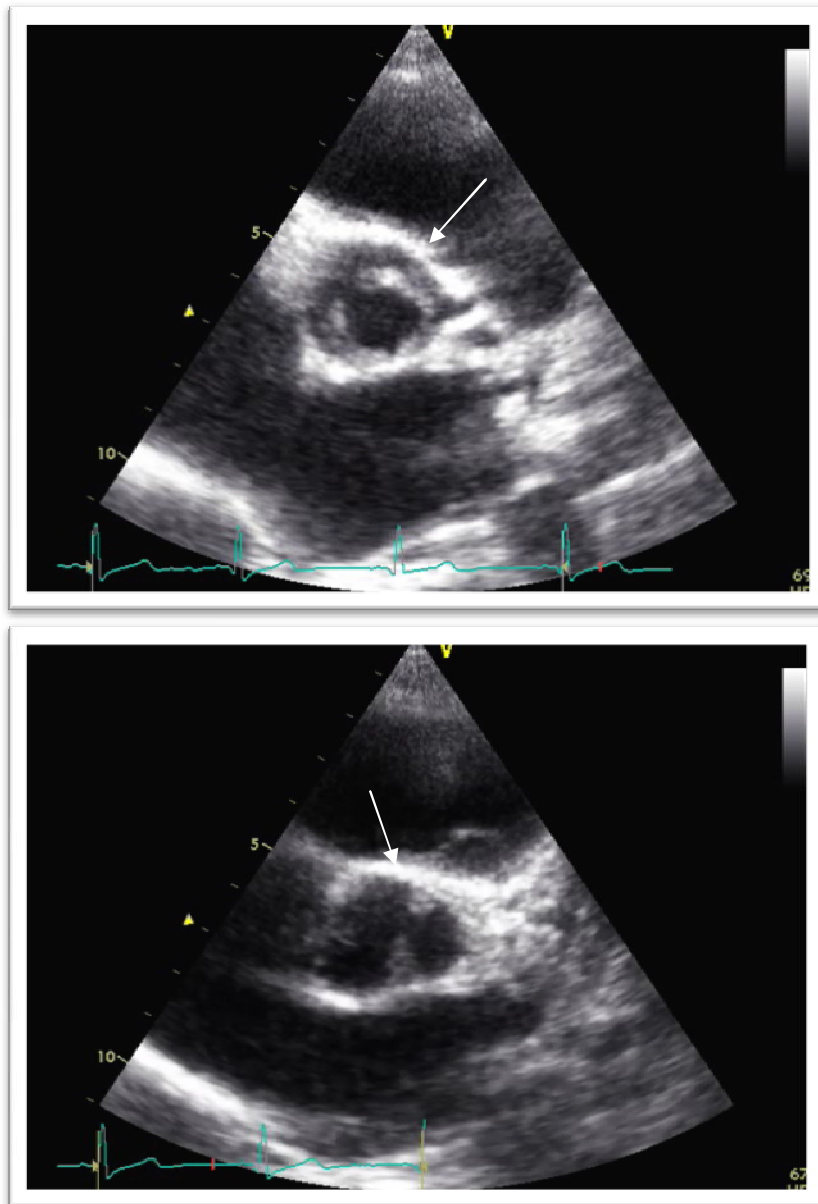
Aspect de bicuspidie en systole en haut et en diastole en bas, en coupe parasternale petit axe.
